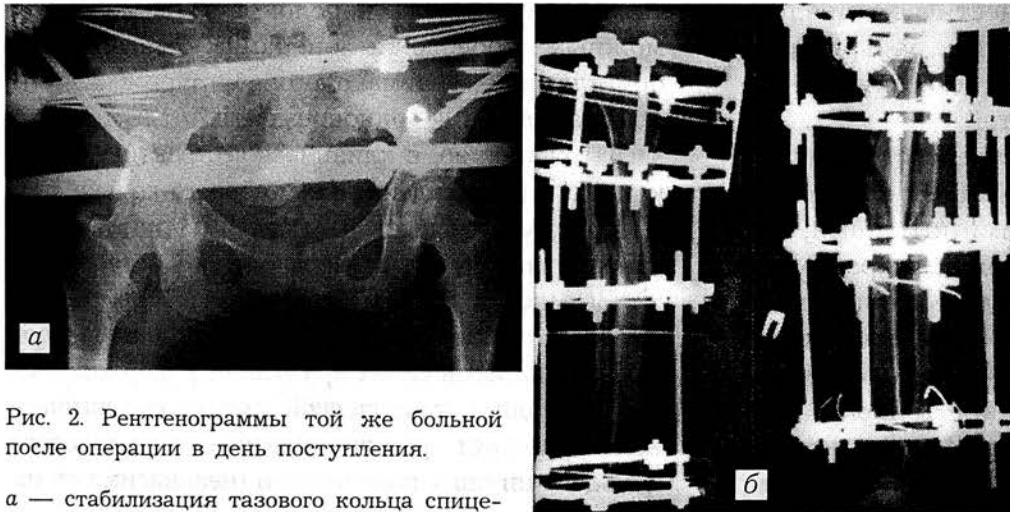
Рентгенограммы той же больной после операции в день поступления.
